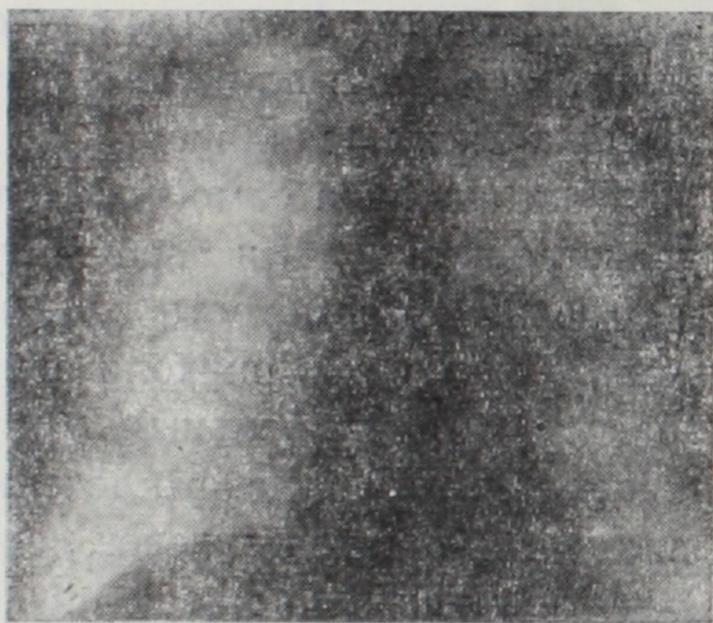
Больной А. Передняя рентгенограмма до лучевого лечения. Слева на корень легкого проецируется округлая опухоль.
